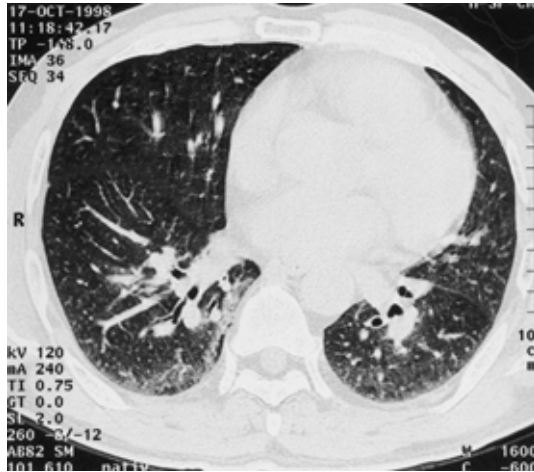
Chest CT scan showing disseminated reticulonodular shadows predominantly in the lower lung fields of both lungs.
